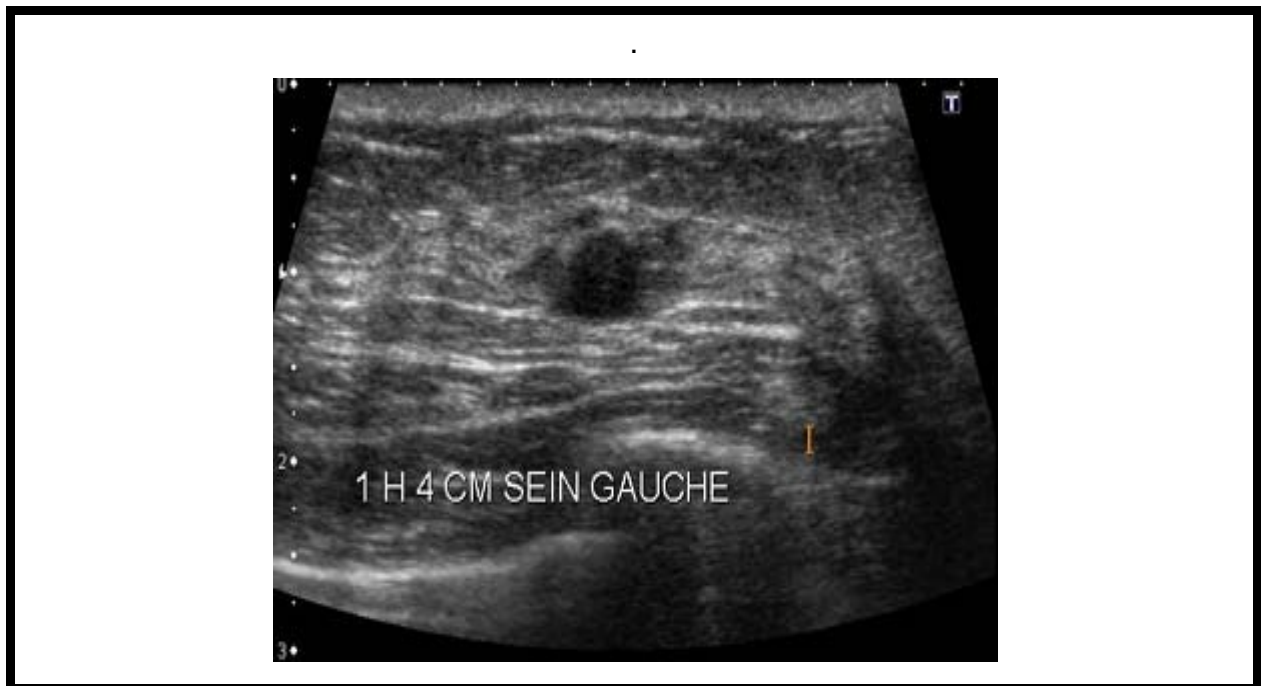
Échographie masse ronde hypoéchogène faisant discuter une lésion kystique, révélant un cancer grade 3 chez une femme mutée BRCA2.
